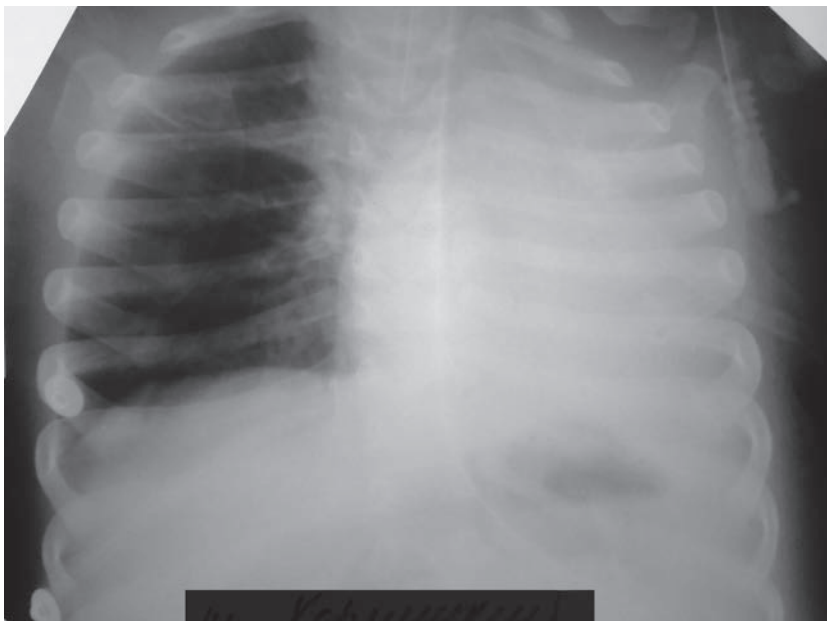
Рентгенограма органів грудної порожнини дитини К., 4-і дні перебування в стаціонарі
